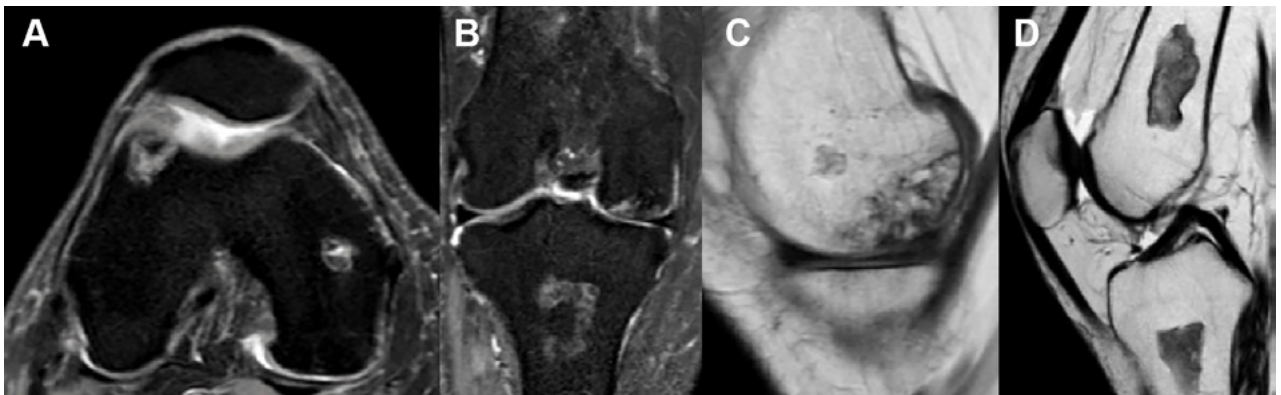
RM rodilla derecha. A) Corte axial. B) Corte coronal. C y D) Cortes sagitales. Focos osteonecróticos, tanto en fémur como tibia, ya conocidos en imágenes preoperatorias, sin grandes cambios evolutivos.
